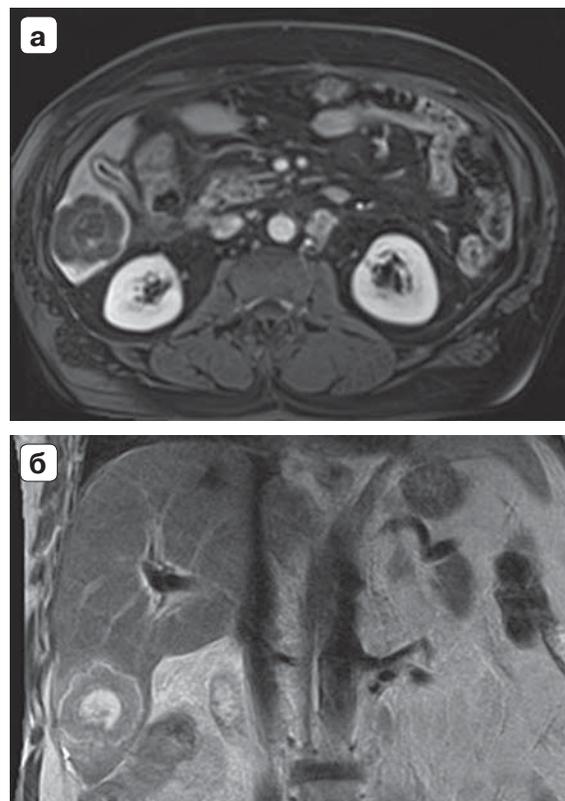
Магнитно-резонансная томограмма. Метастаз в 6-м сегменте печени через 2 мес после проведения курса стереотаксической радиотерапии: а – аксиальная проекция; б – фронтальная проекция.
